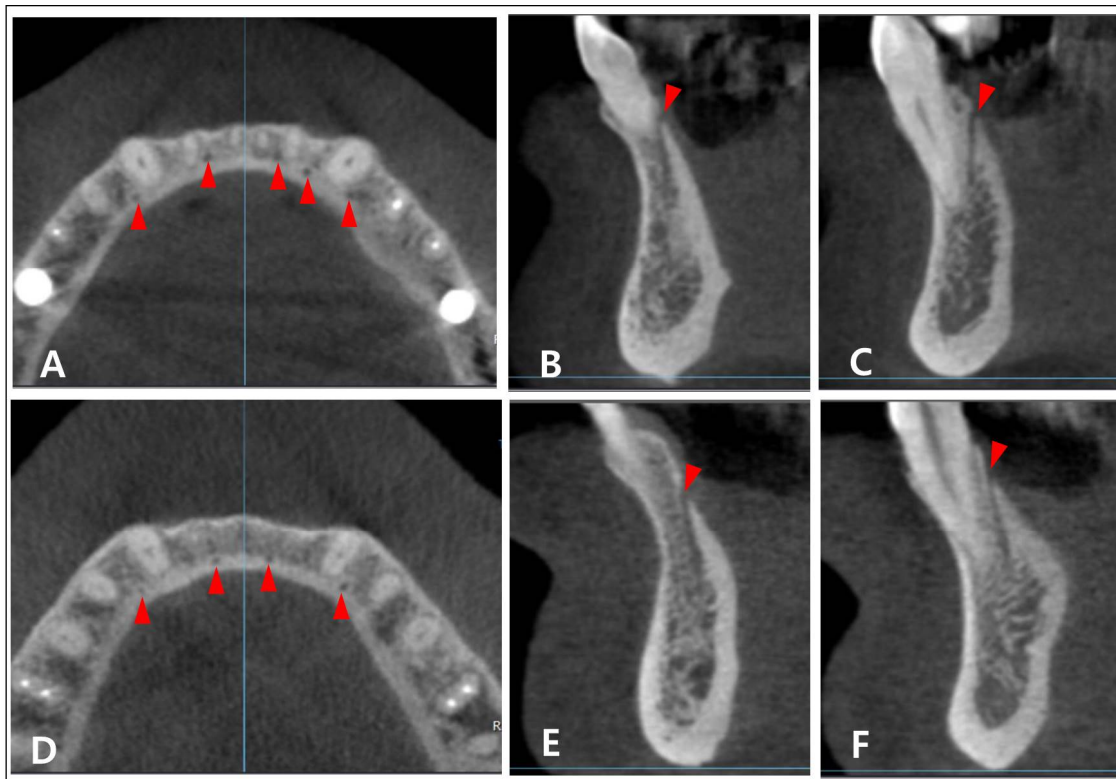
CBCT images of the interalveolar foramen in the elderly person. A, B, and C are in female and D, E, and F are in male. B and E are the tooth location between the central incisor and the lateral incisor. C and F are the tooth location between the canine and the first premolar.
